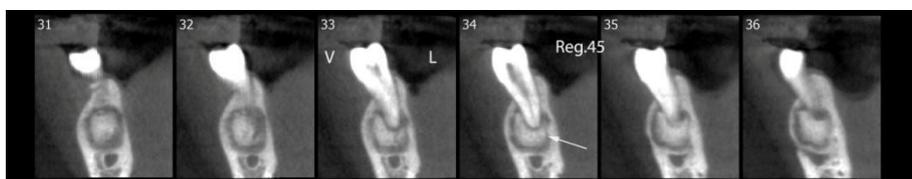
Tomografia Computadorizada de feixe cônico do elemento 45.
